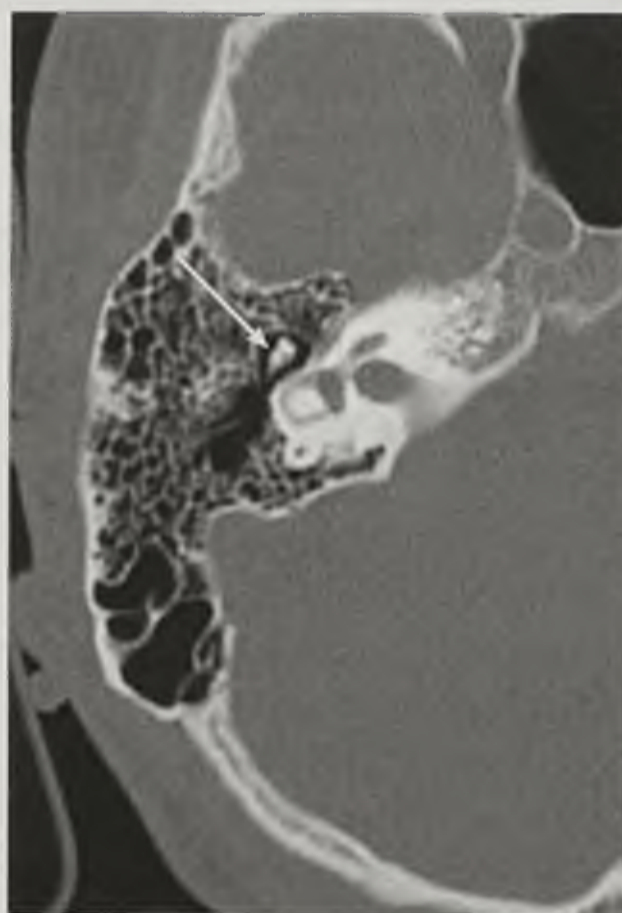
Компьютерная томограмма височной кости в аксиальной плоскости на уровне барабанной полости. Визуализируются слуховые косточки (стрелка)
